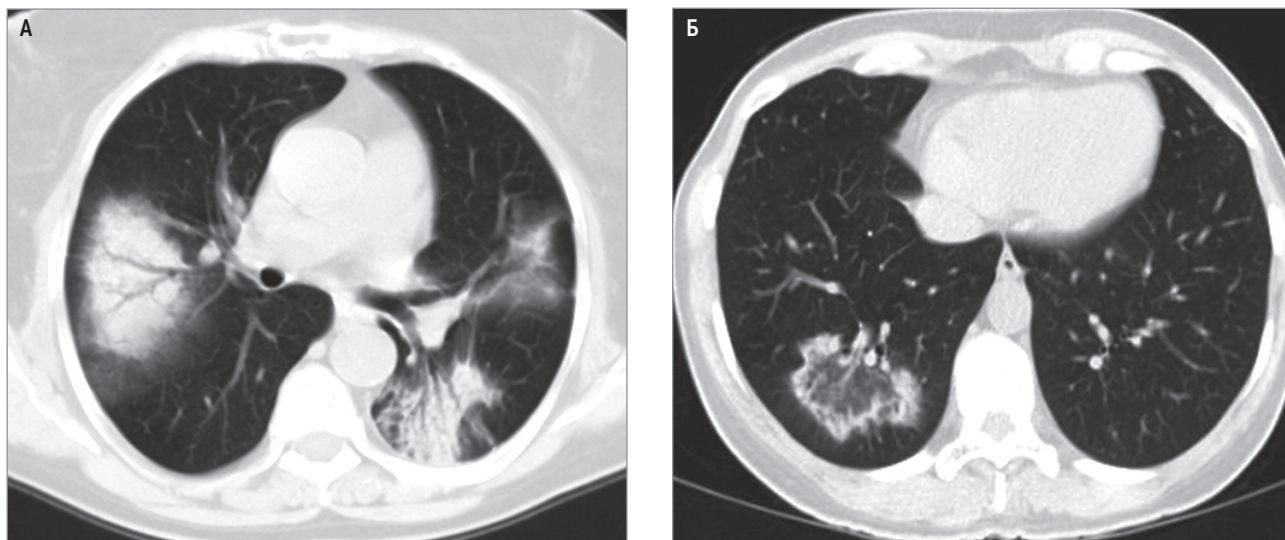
Криптогенная организирующаяся пневмония при компьютерной томографии высокого разрешения: А – изменения в виде очагов консолидации с воздушными бронхограммами с 2 сторон, справа очаги консолидации в окружении «матового стекла»; Б – изменения в виде «обратного ободка» справа
